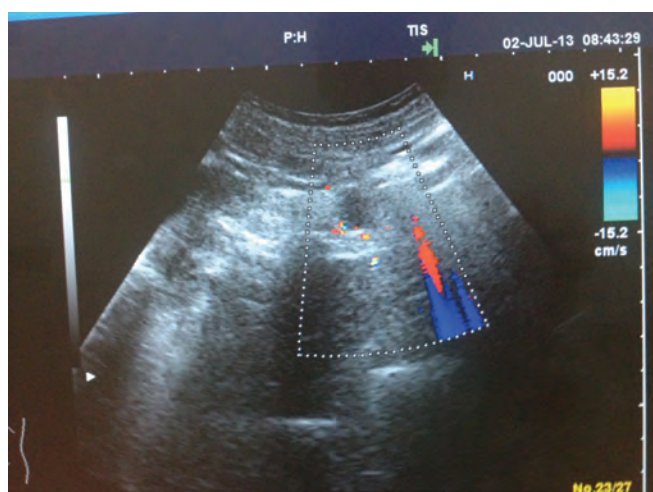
Doppler ultrasound. Metastases in the front abdominal wall along the postoperative scar.*
